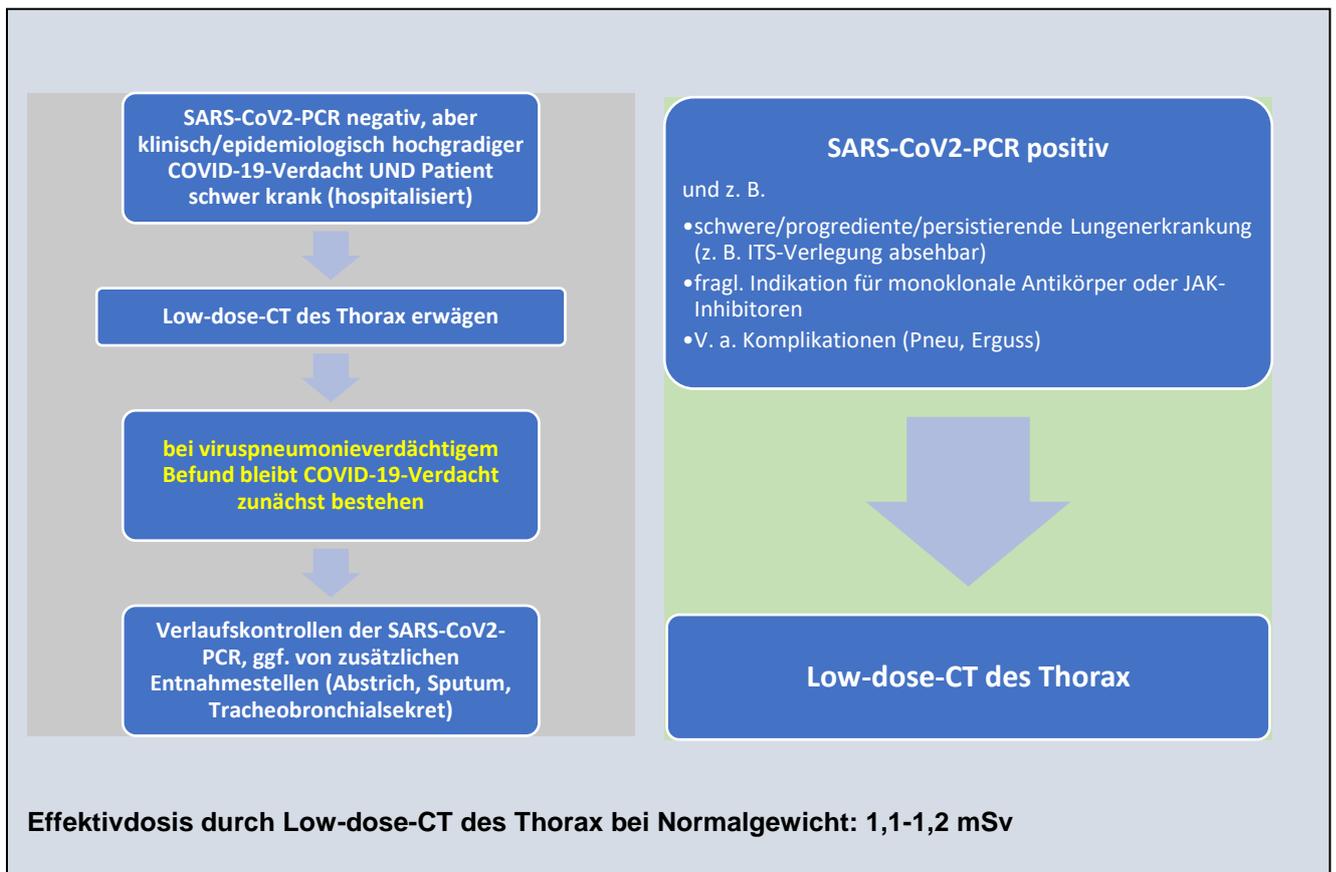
Empfehlung CT-Thorax
